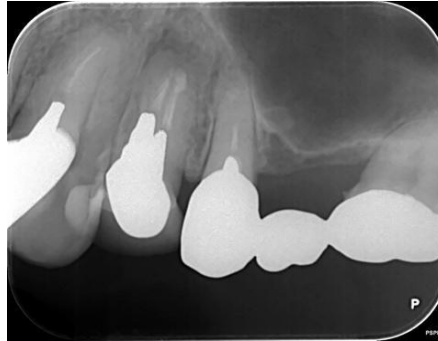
one-month postoperative radiographs
